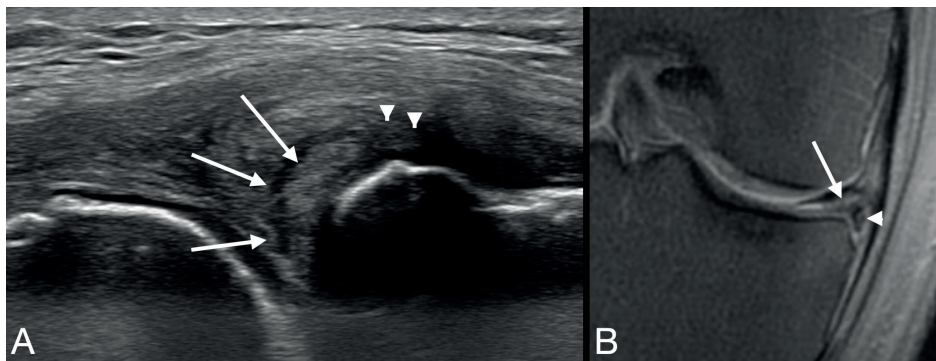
Coupe longitudinale échographique (A) et coupe frontale en IRM en pondération DP Fat-Sat (B) montrant la présence d'une fissure longitudinale horizontale (flèches) associées à une petite languette méniscale luxée dans le récessus méniscotibial (têtes de flèche).
